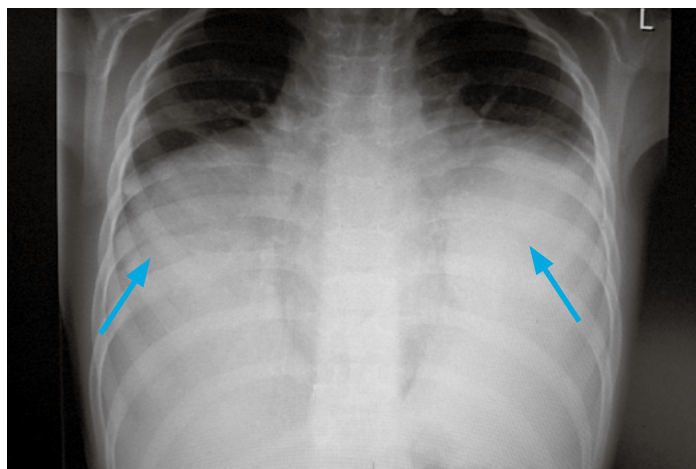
Konventionelle Röntgen-Thorax-Übersichtsaufnahme mit beidseitiger subtotaler Verschattung thorakal (blaue Pfeile).
